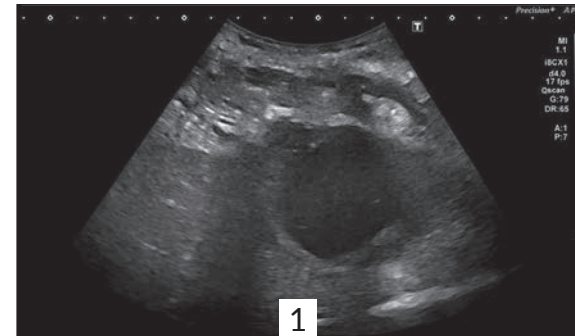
Abszess: Initiale sonographische Darstellung des Abszesses mit Durchmesser von 5cm. Es erfolgt eine perkutane Drainage und Entlastung. Eine Ursache blieb unklar.
